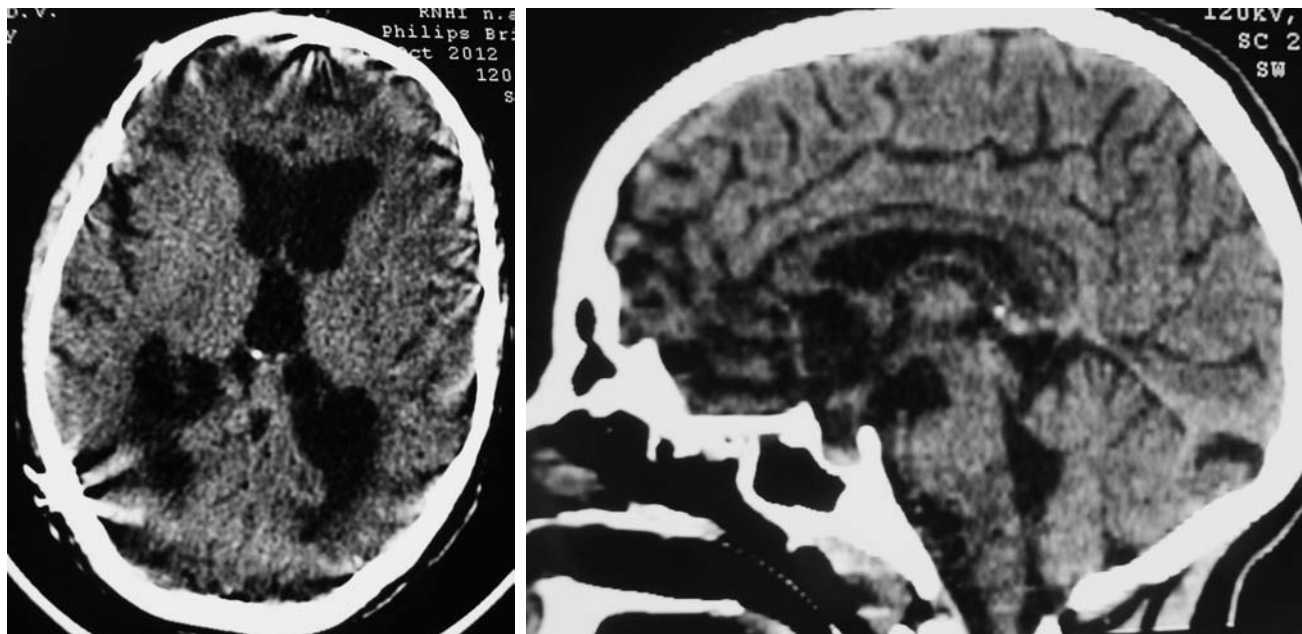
Наблюдение № 1. СКТ — вентрикуломегалия на 2-е сутки после имплантации программируемого шунта с пропускным давлением 100 мм вод. ст. Отмечается нарастание вентрикуломегалии. Выявляется стеноз водопровода
